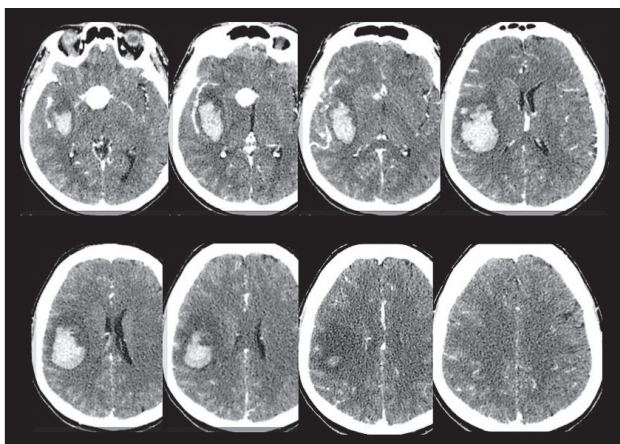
МСКТ-ознаки формування внутрішньо-мозкової гематоми в правій лобно-скроневій ділянці, яка не пов'язана з аневризмою правої ВСА.
